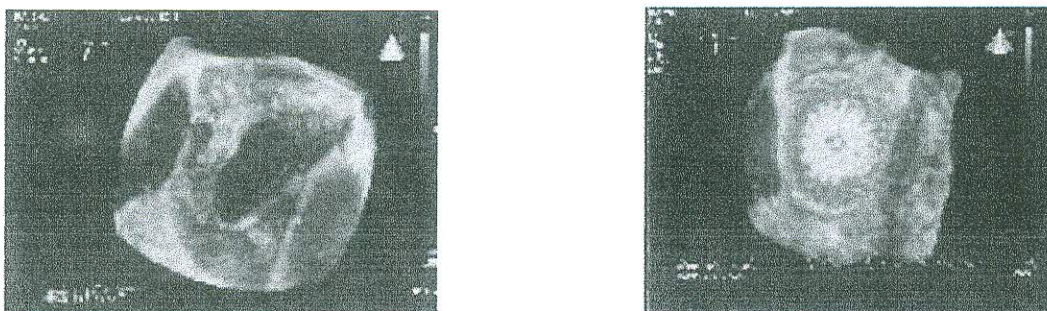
Ecografía 3D: 1. CIA ostium secundum, 2. Cierre con dispositivo Amplatzer.
